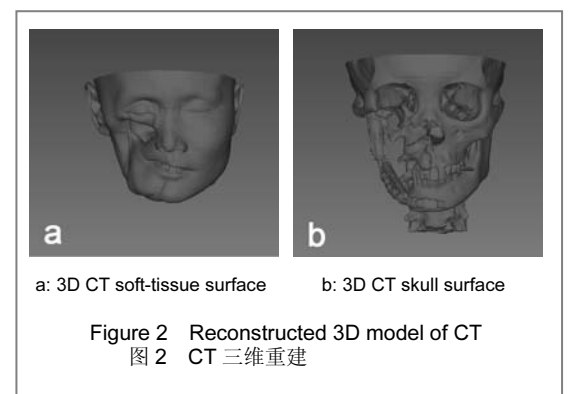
Reconstructed 3D model of CT
